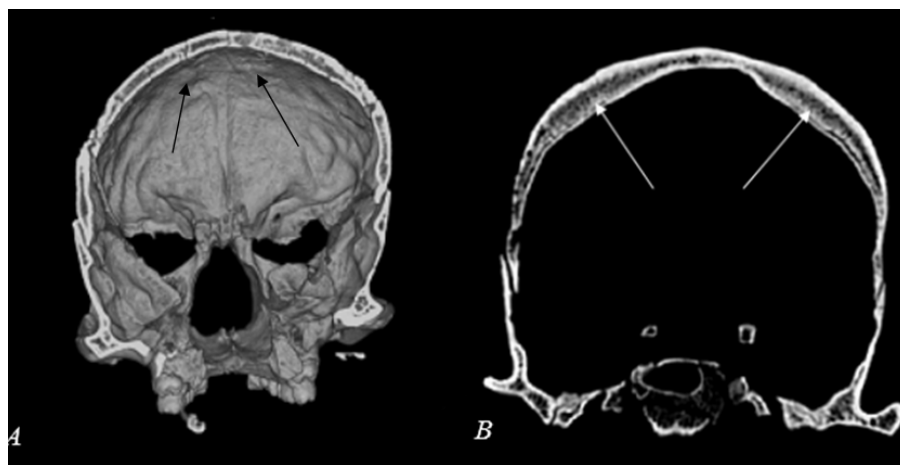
Компьютерная томография черепа из неолитической серии Вовниги (№ 9487, женщина, Adultus):
